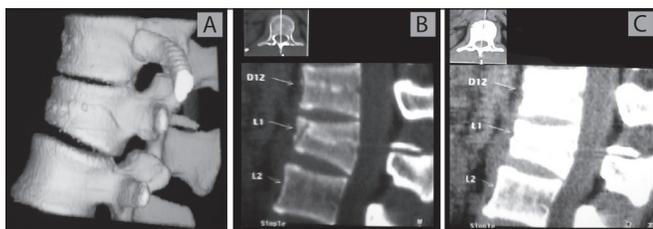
A Tomografía Axial Computarizada con reconstrucción para ver el daño. B y C Tomografía Axial Computarizada a nivel del daño.
